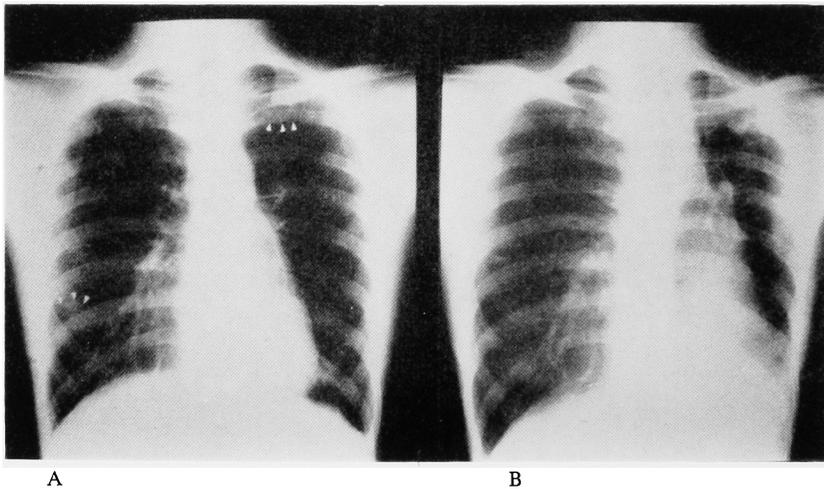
Chest X-ray of case 2 A: Chest X-ray before treatment reveals multiple pulmonary metastases. B: Chest X-ray after almost 1 year of P-VM-26 therapy reveals no metastatic lesion and pulmonary fibrosis caused by radiation therapy.
